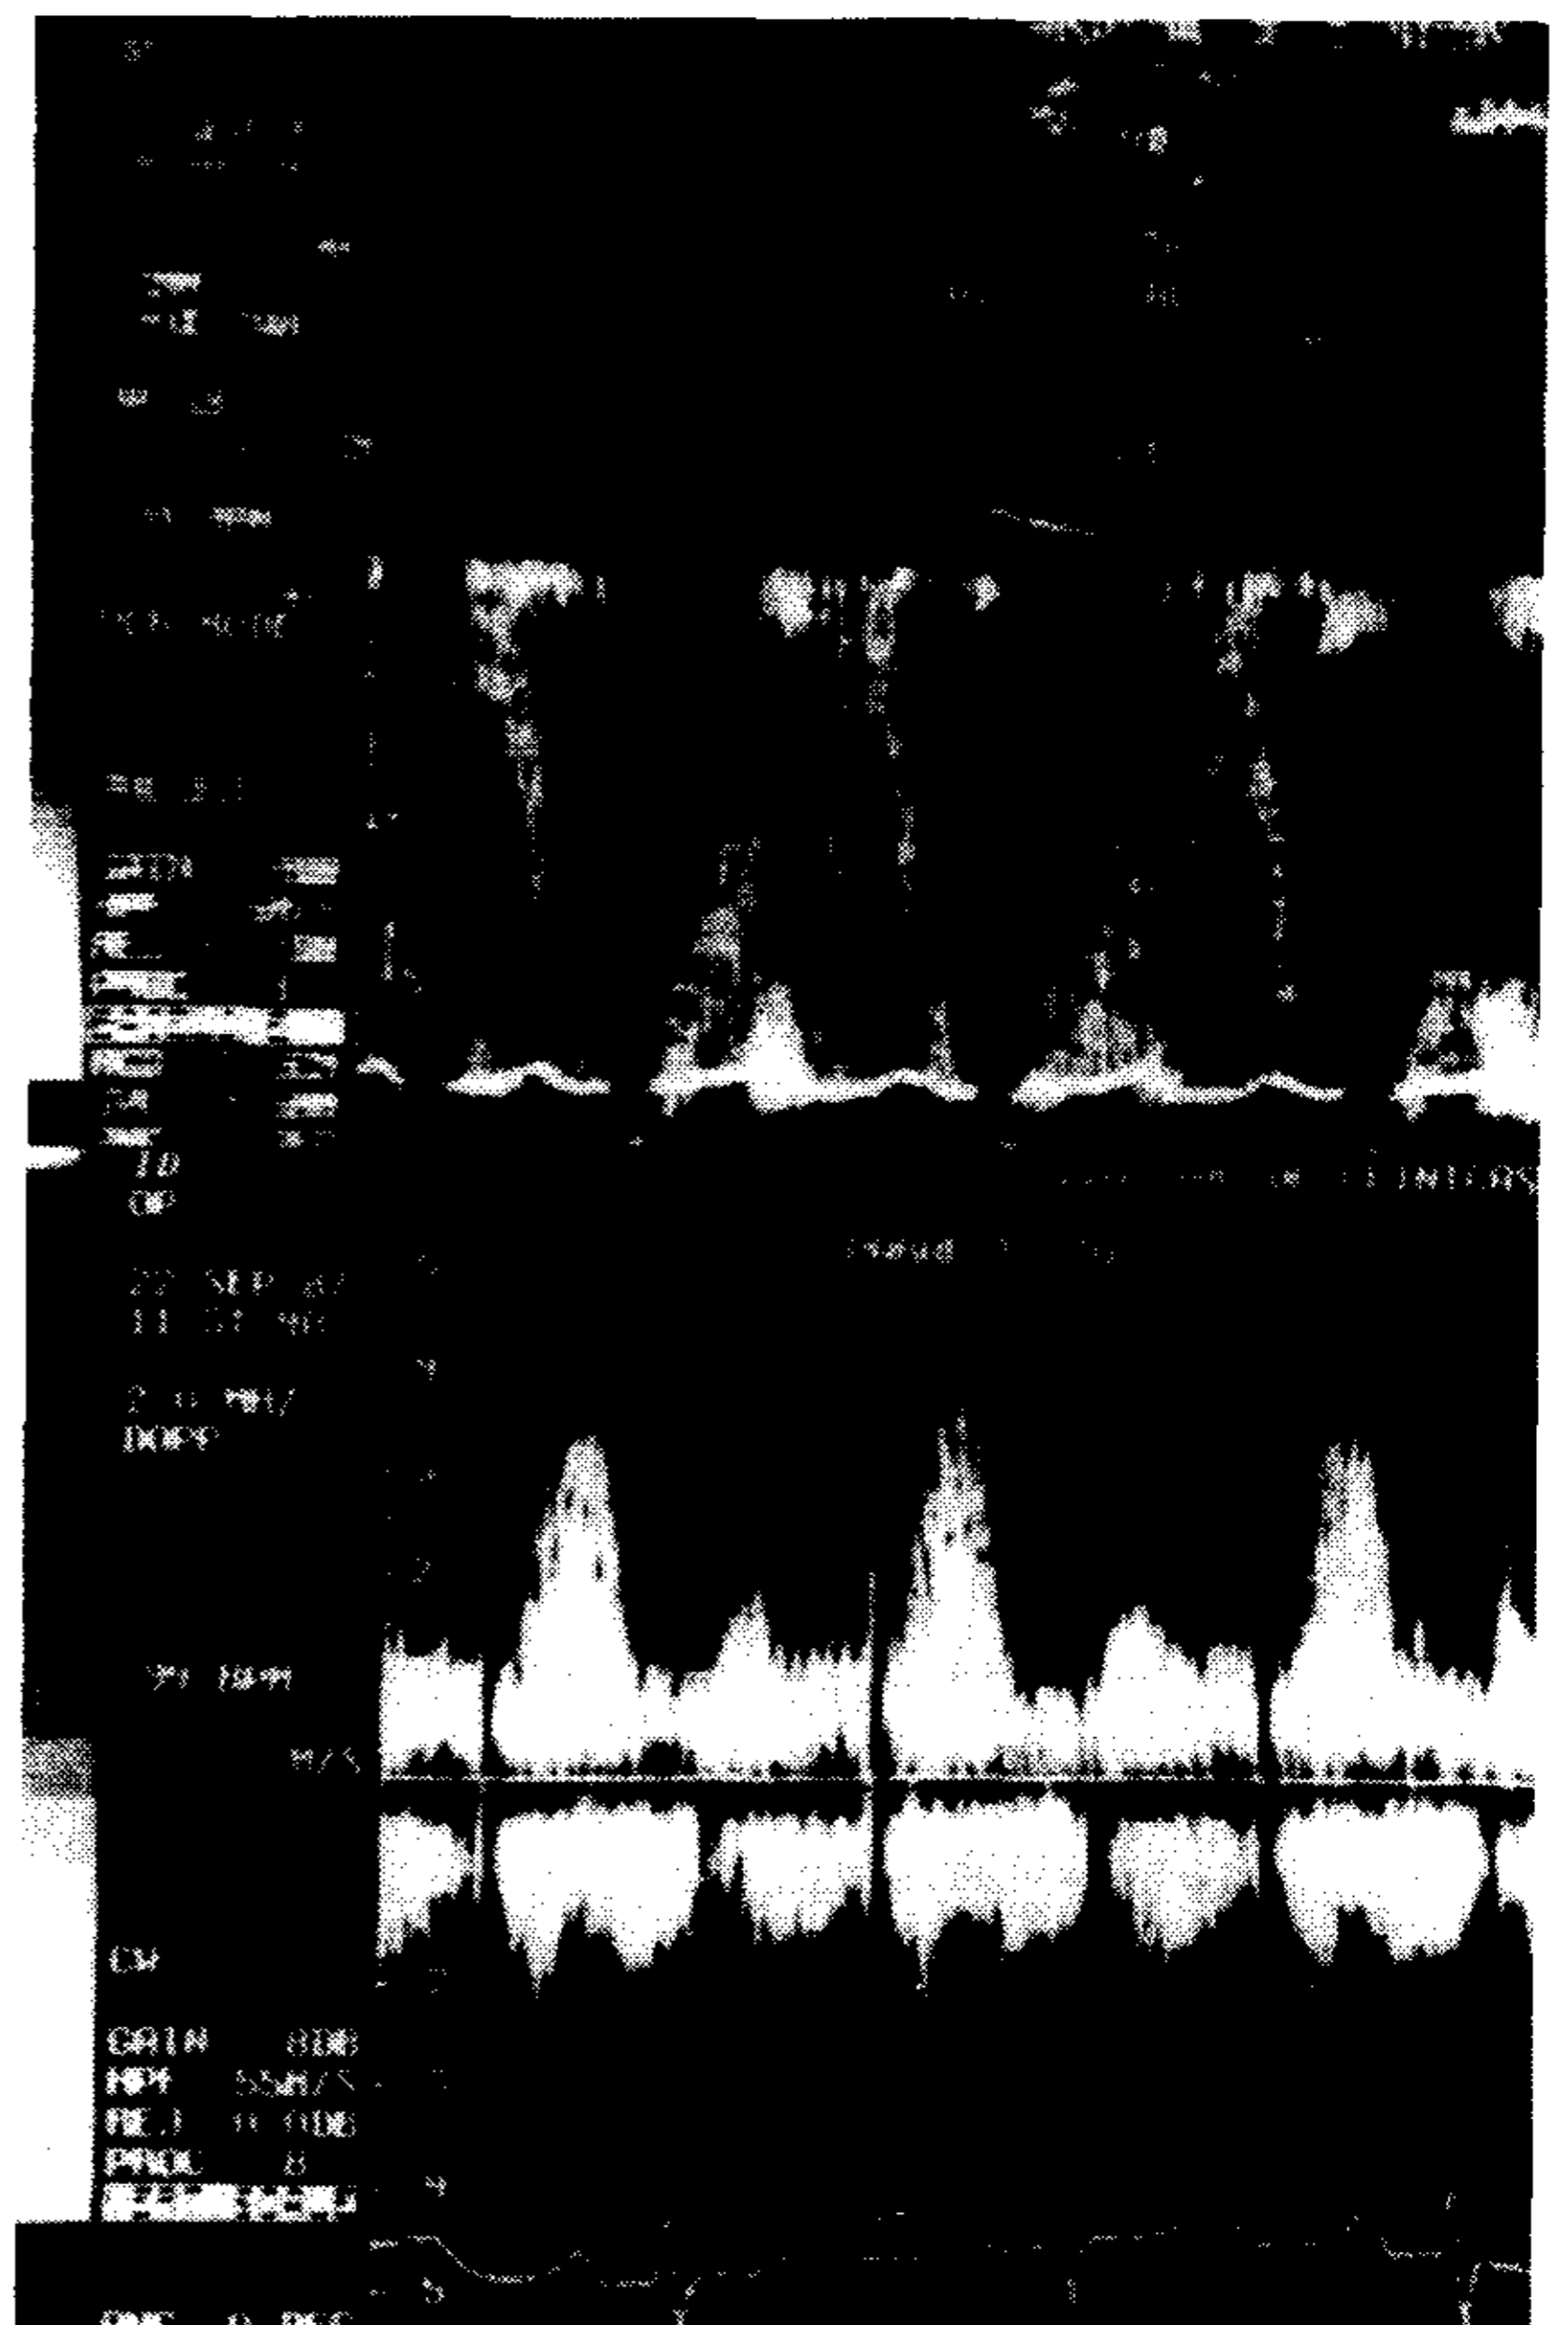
Panel superior: señal de Doppler pulsado obtenida en eje menor, en el tracto de salida del ventrículo derecho. La turbulencia ocupa todo el ciclo cardíaco (caso 2). Panel inferior: la misma área, analizada con Doppler continuo, muestra que la velocidad del cortocircuito es superior en la diástole.
